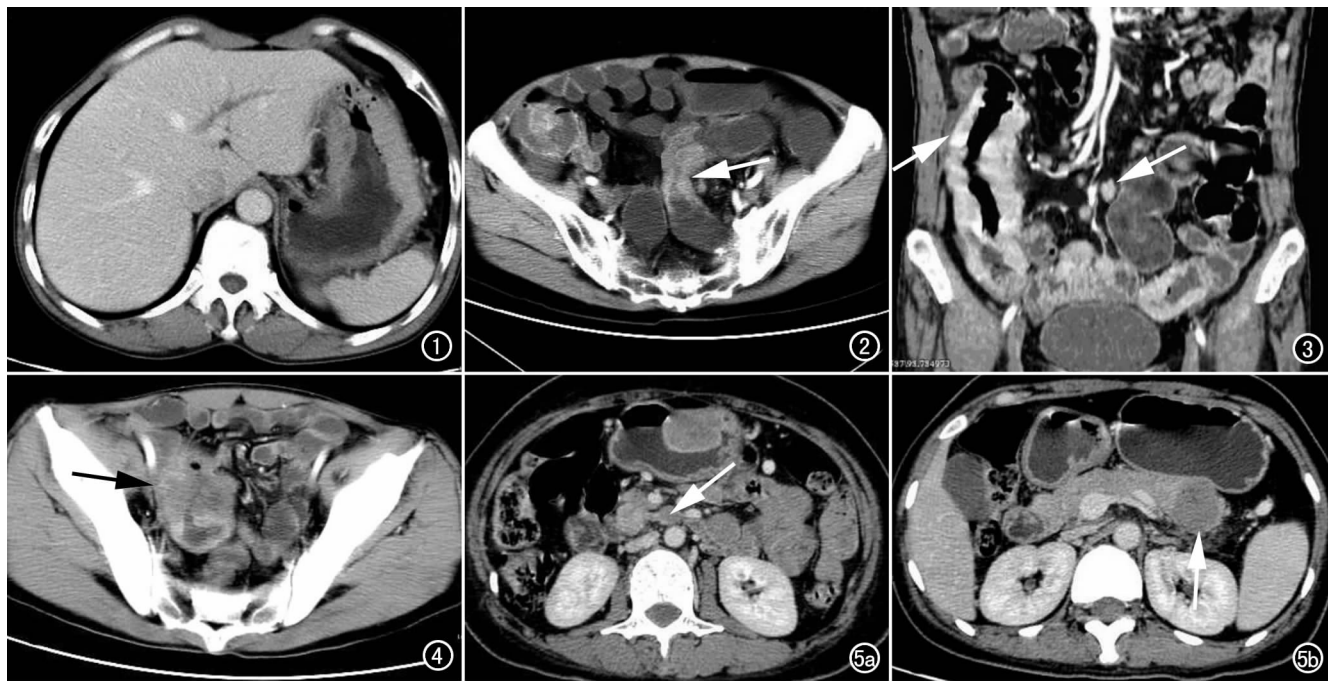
胃非霍奇金氏淋巴瘤Ⅰ期。CT 增强示胃壁增厚,浆膜层光滑。图 2 乙状结肠非霍奇金氏淋巴瘤Ⅱa 期。CT 增强示乙状结肠壁不规则增厚,未侵及浆膜层,病变邻近系膜淋巴结肿大(箭)。图 3 小肠非霍奇金氏淋巴瘤Ⅱb 期。CT 增强冠状面重建图示回肠远端肠壁明显增厚,肠腔扩张,并见远处肠系膜多发淋巴结(箭)。图 4 小肠非霍奇金氏淋巴瘤Ⅲ期。CT 增强示肠壁团块状不规则增厚,病变穿透浆膜层,与周围组织分界不清(箭)。图 5 胃非霍奇金氏淋巴瘤Ⅳ期。a) 增强 CT 示胃体部粘膜下团块样增厚,粘膜清晰,浆膜层光滑,后腹膜多发肿大淋巴结(箭);b) 胰腺尾部示团块状转移瘤。
